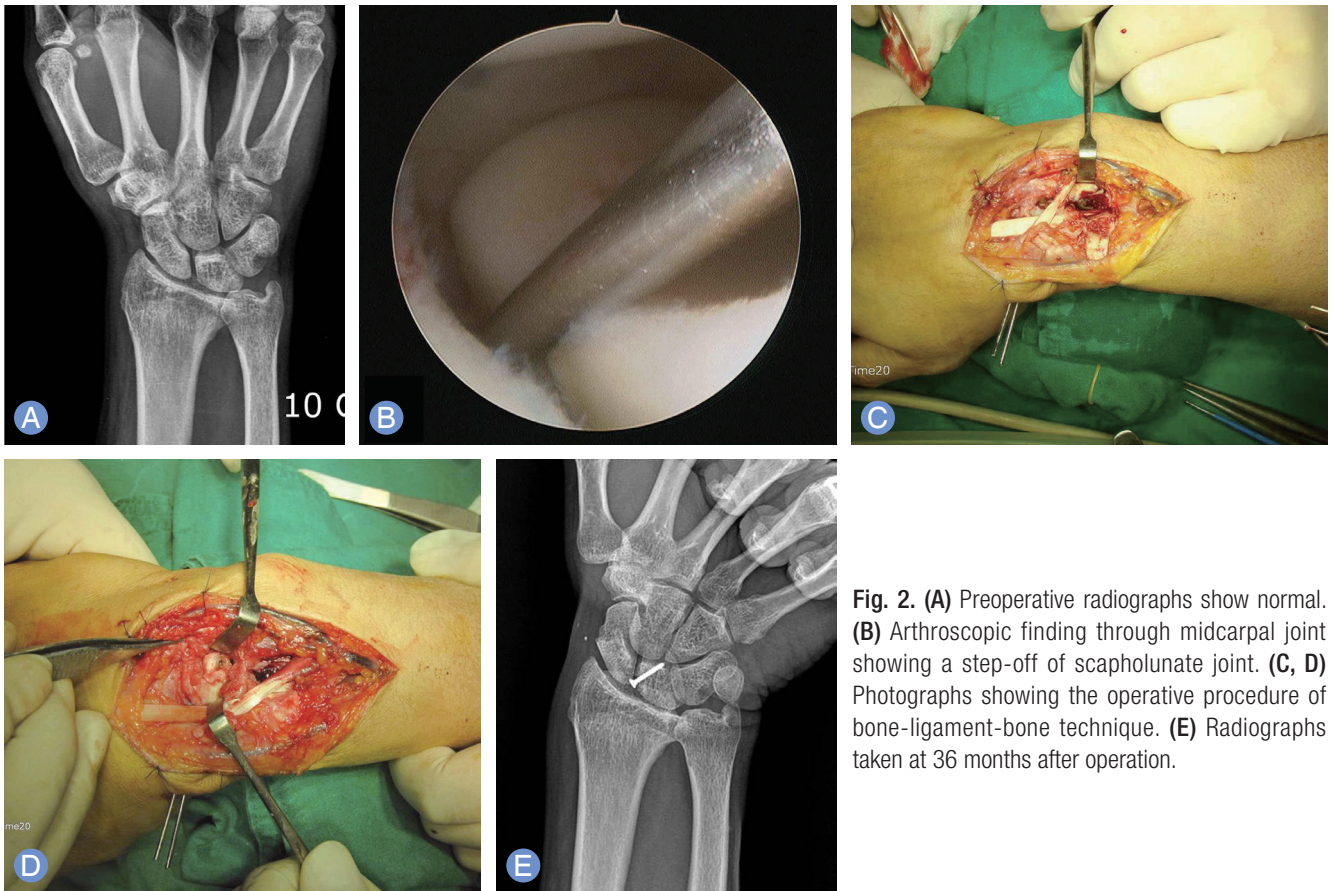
(A) Preoperative radiographs show normal. (B) Arthroscopic finding through midcarpal joint showing a step-off of scapholunate joint. (C, D) Photographs showing the operative procedure of bone-ligament-bone technique. (E) Radiographs taken at 36 months after operation.
